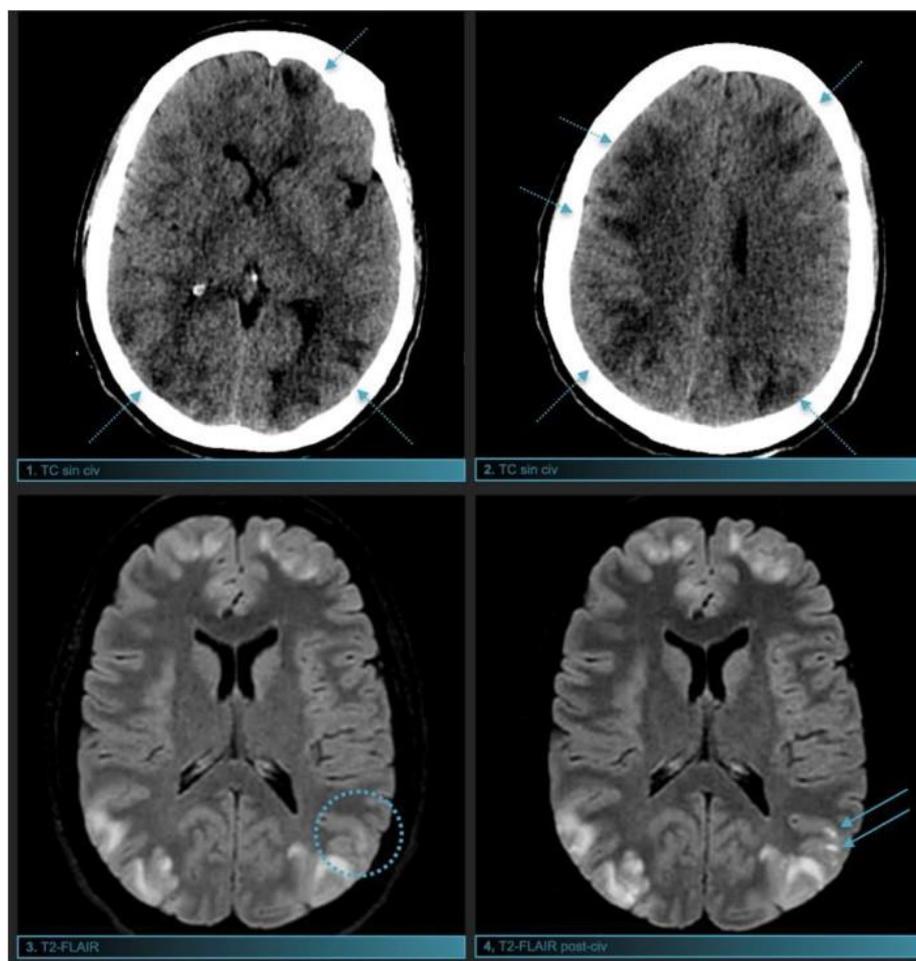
Imagen 1 y 2. TC de cráneo sin contraste intravenoso. Se visualizan múltiples lesiones confluentes en corteza y sustancia blanca subcortical parietooccipital y frontoparietal bilateral (flechas punteadas), no presentes en TC previo realizado 3 días antes. Imagen 3 y 4. Secuencias T2-FLAIR pre- y post- administración de gadolinio intravenoso. Hiperintensidad de señal en la sustancia blanca subcortical con afectación cortical. Existen focos milimétricos de realce leptomeníngeos y corticales bilaterales (flechas). No hay afectación de ganglios de la base. Aunque no se muestra, no existían focos de restricción de la difusión. La RM de control (no se muestra) tras finalizar el tratamiento mostró resolución completa de la afectación cerebral descrita.
